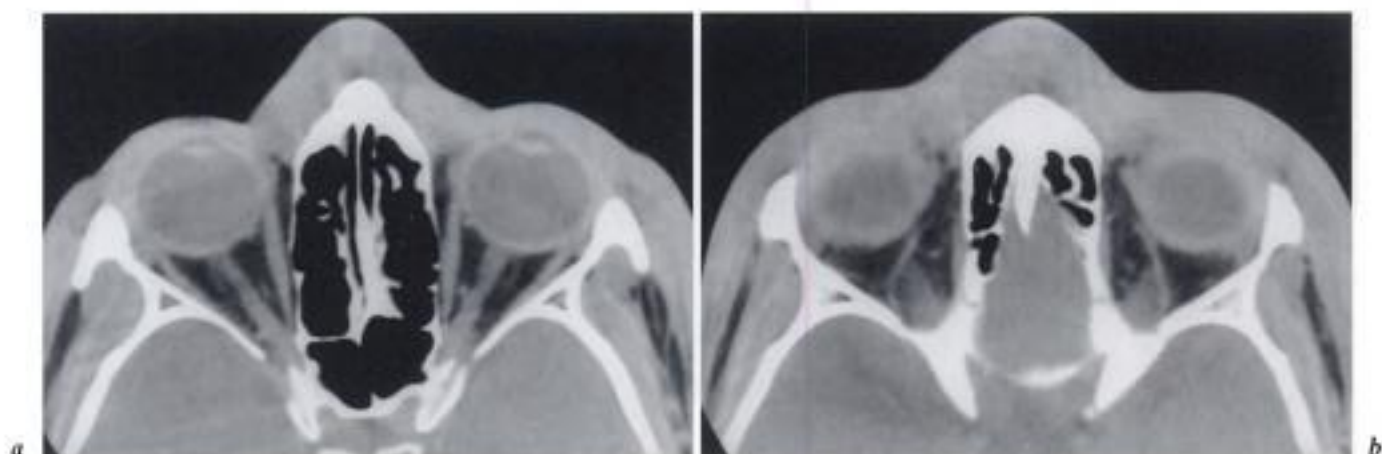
Staphylococcie diffuse de la face. Homme 27 ans; infiltration faciale diffuse. TDM. a et b) Cellulite diffuse avec infiltration des plans superficiels. Atteinte des paupières, des glandes lacrymales, et hypervascularisation du tissu adipeux intra-orbitaire.
